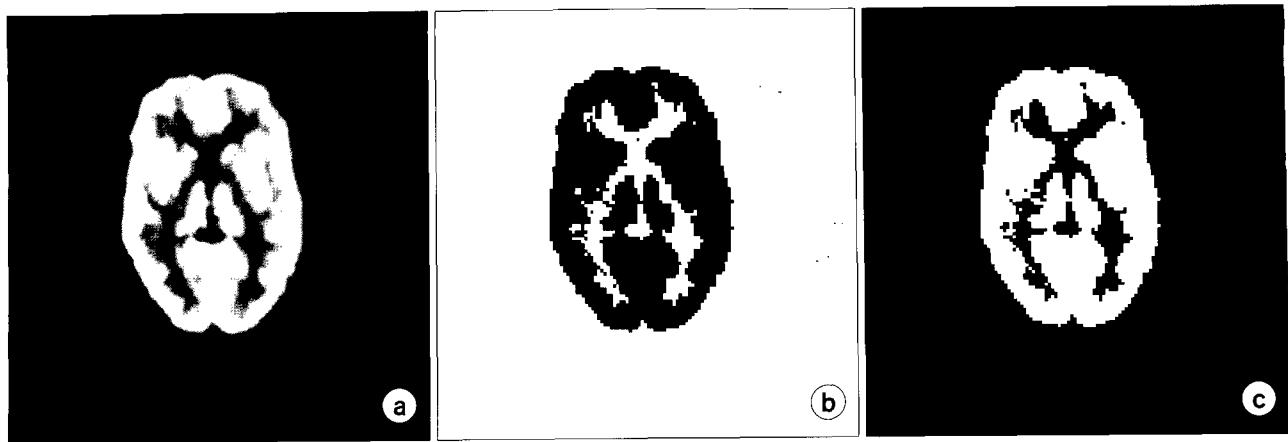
Original PET images reconstructed by 95 mA CT attenuation correction data (a), the gray (b) and white (c) matter in binary PET image.
